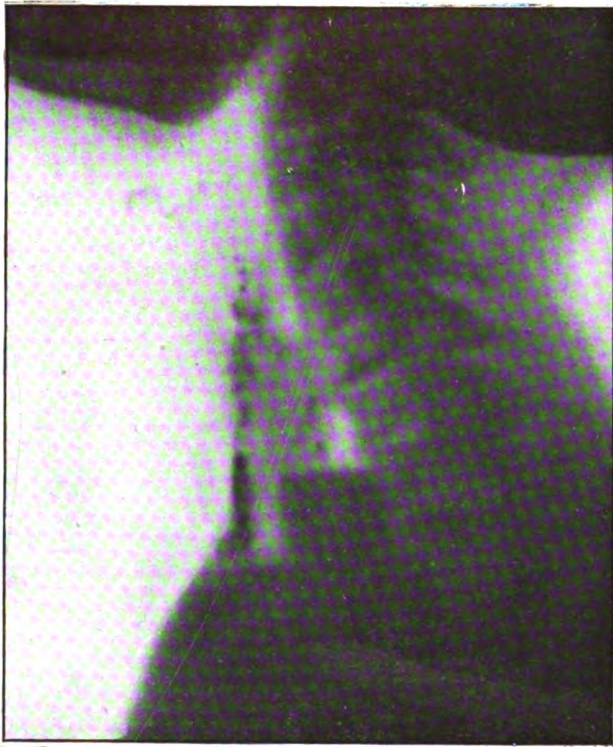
Radiographie de profil prise après le cathétérisme de l'œsophage.
